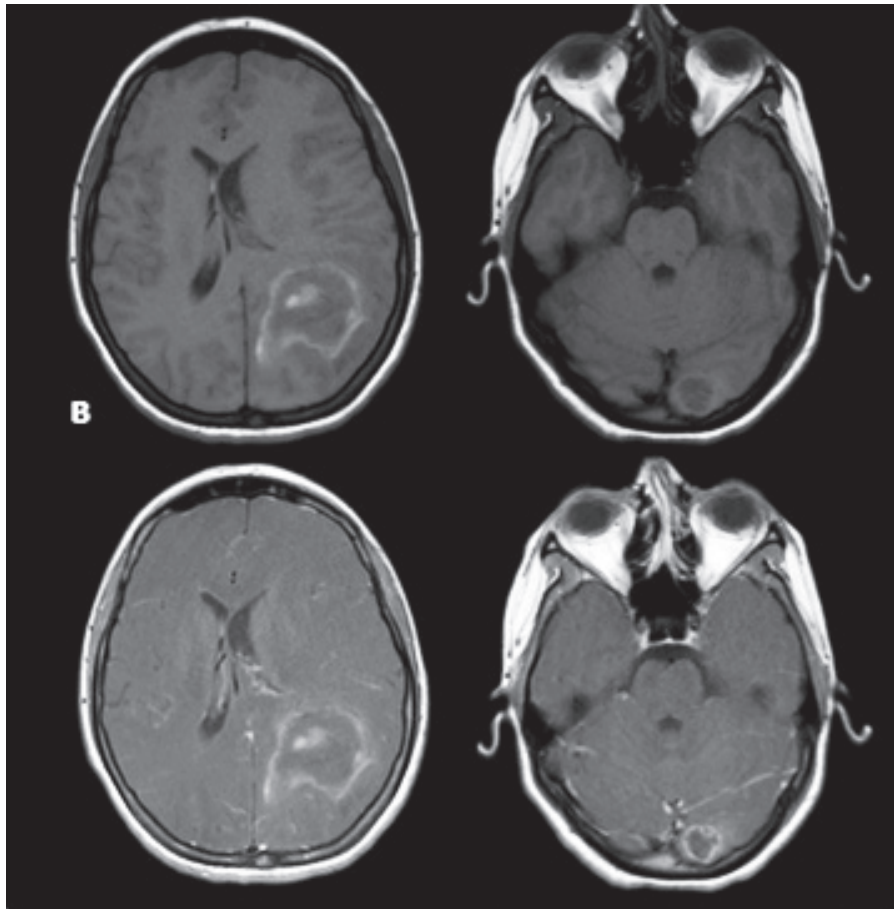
Imágenes de RM. Secuencias potenciadas en T1, cortes axiales simples (superiores) y postcontraste endovenoso (inferiores). Se observan lesiones intraparenquimatosas de localización parietoccipital izquierda y occipital lingular ipsolateral, con elementos de la degradación de la hemoglobina (metahemoglobina), producen efecto de masa comprimiendo parcialmente el asta occipital izquierda, sin obliterar el sistema ventricular y desviación de la línea media; la lesión de mayor tamaño no realza con la administración de contraste endovenoso, su comportamiento en señal es similar al compararla con la secuencia simple, a diferencia de la lesión lingular en la que se observa aumento de la hiperintensidad periférica por sutil captación del contraste endovenoso.
